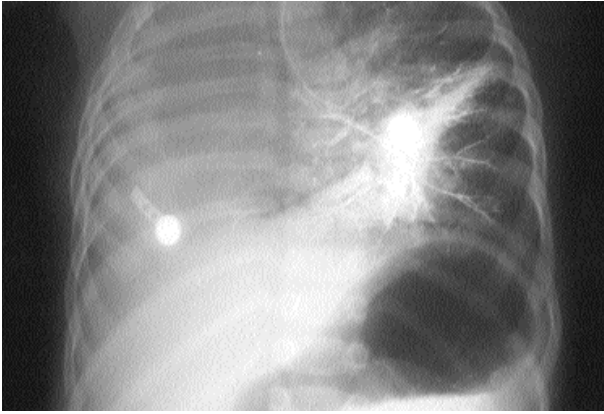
P-A akciğer grafisinde; sağ hemitoraksta tama yakın opasite interkostal mesafelerde daralma, mediastinal şift ve dekstrokar di izlenmektedir.
